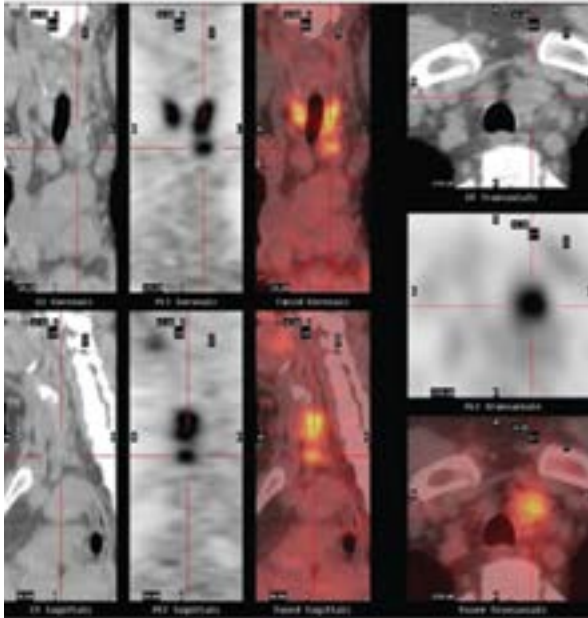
Композитні зображення ПЕТ/КТ, що демонструють особливості поглинання тиреодиту із субстернальним компонентом (*перехрест*). Дифузний характер розподілу ^{18}F -ФДГ у щитоподібній залозі свідчить на користь доброякісних або запальних процесів [17]
